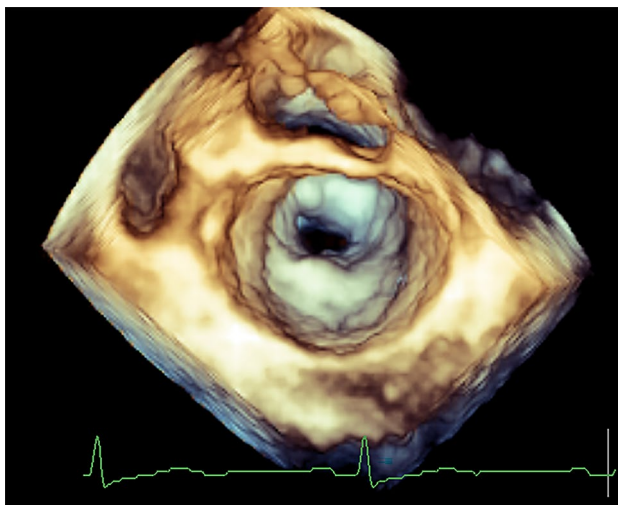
Three-dimensional transesophageal echocardiography, zoom-mode of mitral valve in the left atrial view exhibits commissural fusion with a small valve orifice, indicative of severe rheumatic mitral stenosis.
